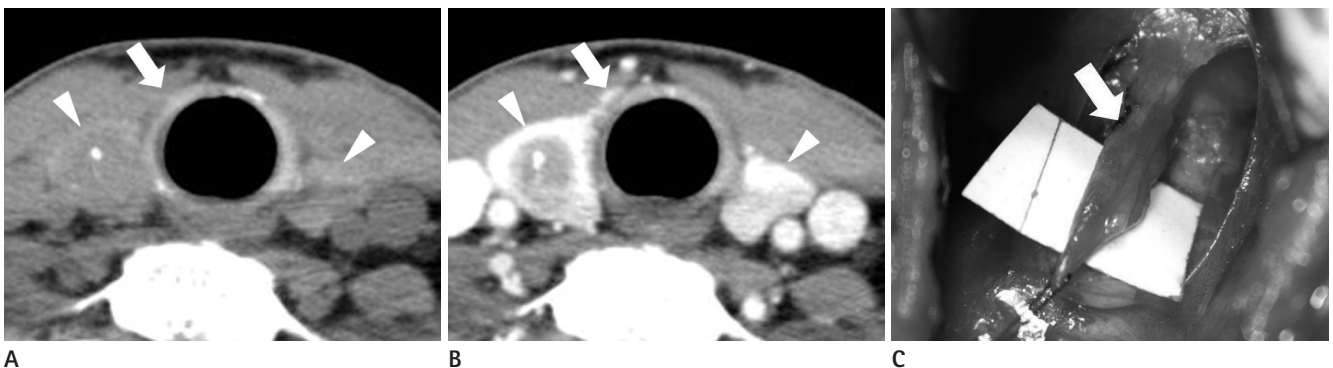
A 52-year-old man with a right pyramidal lobe detected on neck CT and in surgery. Nonenhanced axial (A) and contrast-enhanced axial (B) CT images show the right pyramidal lobe (arrow) with the same attenuation and enhancement as the main thyroid gland (arrowheads). The right pyramidal lobe (C) is observed during thyroid surgery (arrow).
